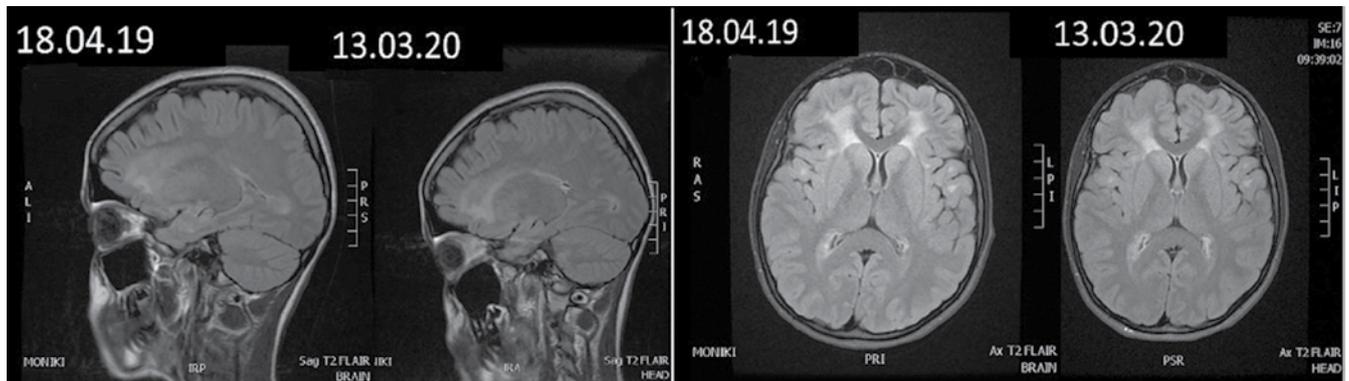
Томограммы пациентки с болезнью Александра
